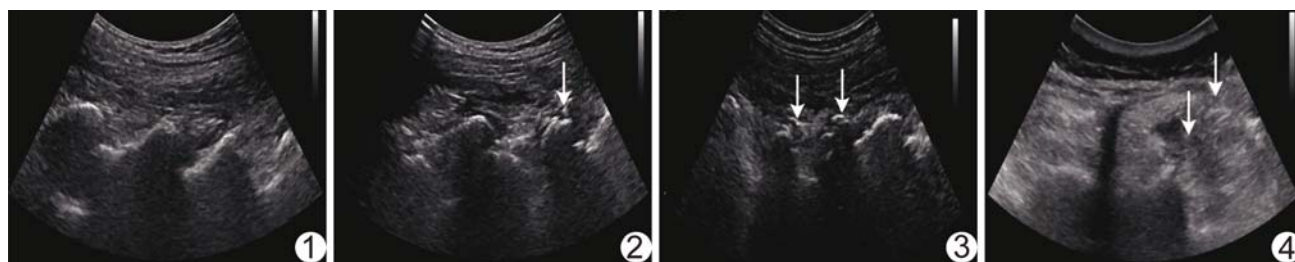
患者男,41岁,腰椎旁正中矢状面超声声像图显示腰椎关节突关节呈“锯齿状” 图2 患者女,52岁,超声声像图显示腰椎关节突关节积液并骨赘形成(箭) 图3 患者女,64岁,超声声像图显示腰椎关节突关节骨质破坏(箭) 图4 患者女,45岁,超声声像图显示腰椎棘突、关节突、横突横断面呈“阶梯状”排列,箭示超声引导下注射针道
